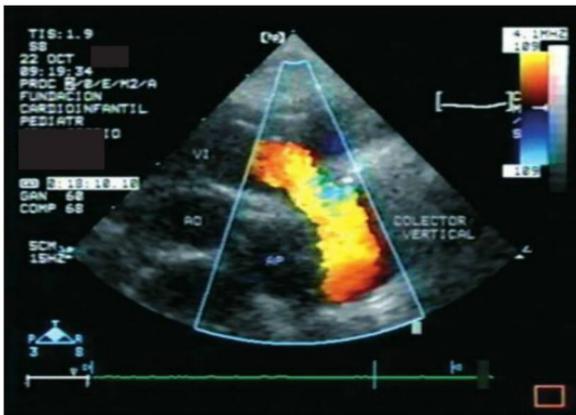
En ecocardiograma con doppler color, se aprecia un flujo ascendente en rojo (se acerca al transductor), que corresponde a la sangre que viene por la vena vertical de las venas pulmonares a drenar a la vena innominada. Esta imagen es característica.
